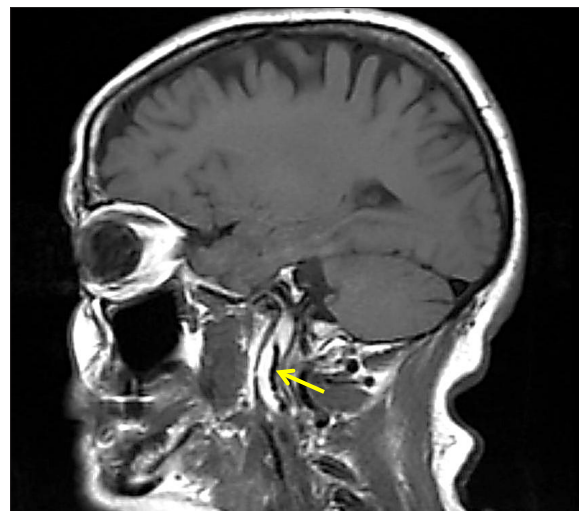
МРТ-ангіографія голови та шиї: спонтанне розшарування правої ВСА
